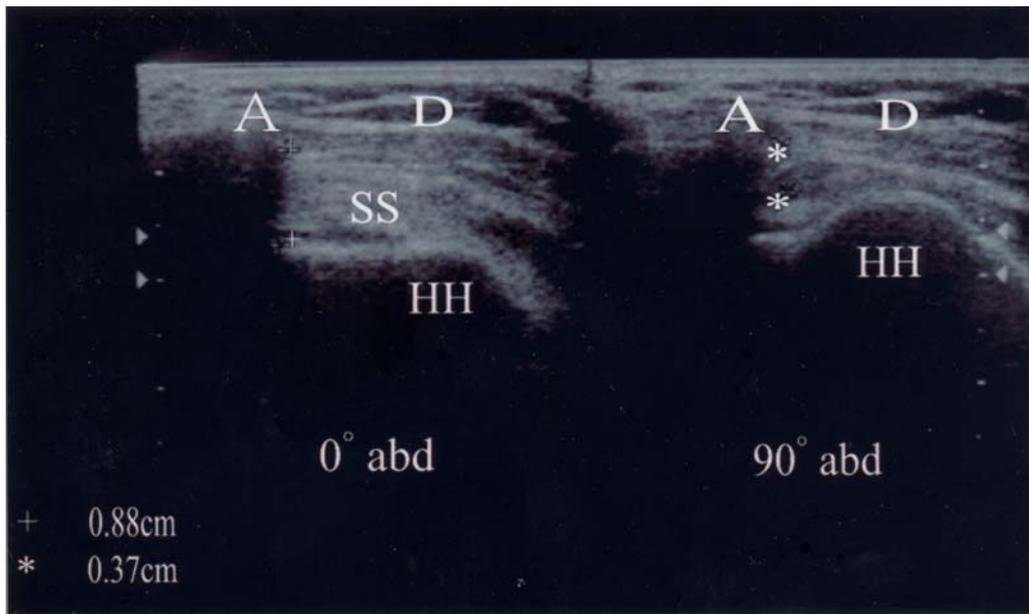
肩峰—肱骨間距。左圖可見於肩關節外展 0 度時，量取肩峰下緣最低點到肱骨頭皮質最高點之間的距離為 0.88 公分。右圖為同一選手於肩關節外展 90 度時，所量取的距離為 0.37 公分。比較左右兩圖的距離差異，可定義為超音波夾入現象(impingement sign)。HH：肱骨頭(humeral head)，SS：脊上肌肌腱(tendon of supraspinatus muscle)，D：三角肌(deltoid muscle)，A：肩峰下緣(inferior margin of acromion)，abd：外展(abduction)。
